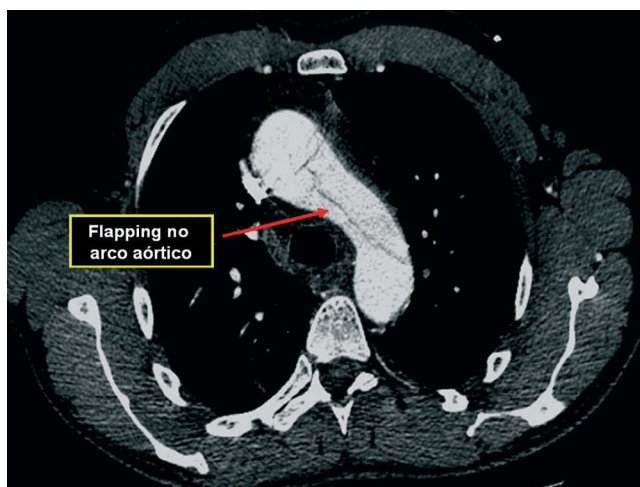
Angio-TC com corte transversal a nível do arco aórtico. Visualização de *flap* de dissecção.
